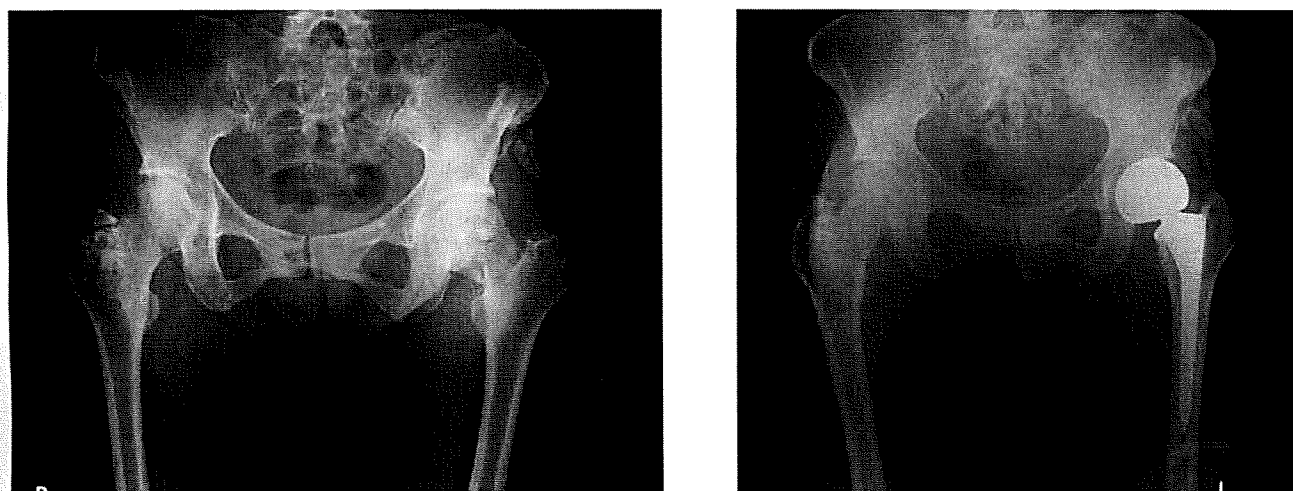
A pelvis radiograph. Left femoral head replacement for pathological fracture of the femoral head.
